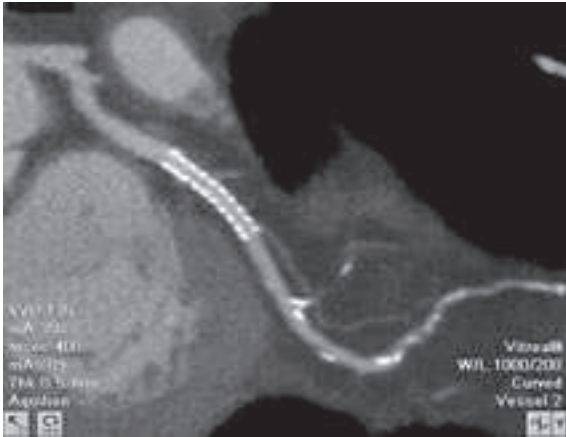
МСКТ проходимость металлического стента внутри ПМЖВ.
